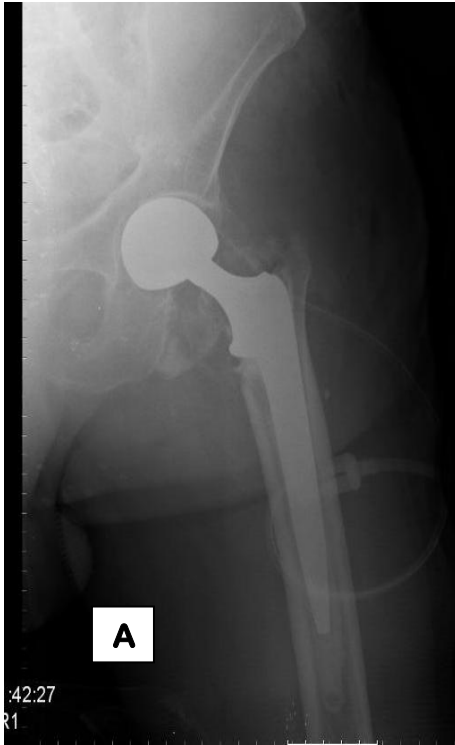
Hastanın erken postop grafisi.
